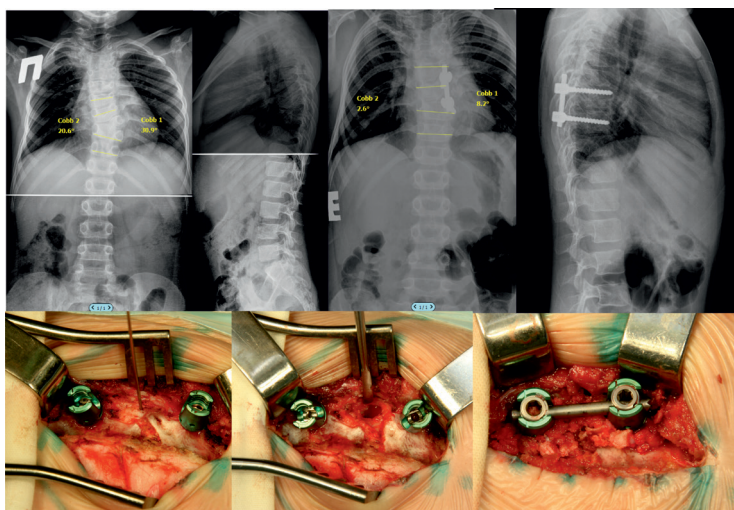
Рентгенограммы пациента 5 лет 9 месяцев с врождённым сколиозом на фоне комплектного несегментированного полупозвонка Th9 слева, бокового полупозвонка C7 справа, несегментированного с C6 и нейтральной формы сегментации Th1-Th4. Выполнена экстирпация бокового несегментированного комплектного полупозвонка Th9 слева, коррекция и стабилизация транспедикулярной унилатеральной системой, локальный спондилодез 360°.
